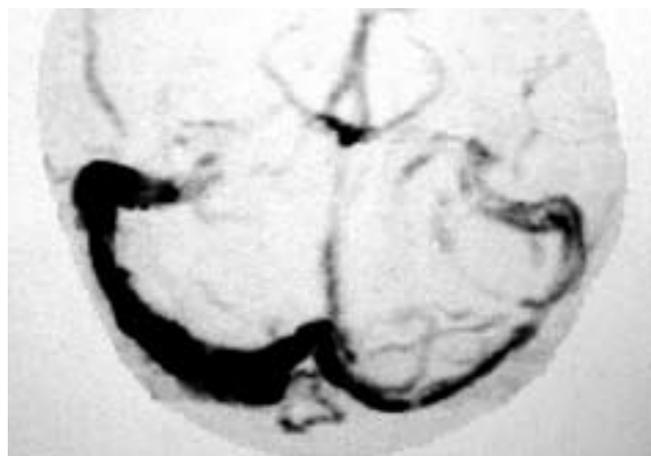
Angio RM: marcata asimmetria dei seni trasversi e sigmoidei prevalentemente a destra con trombosi del seno laterale destro.
